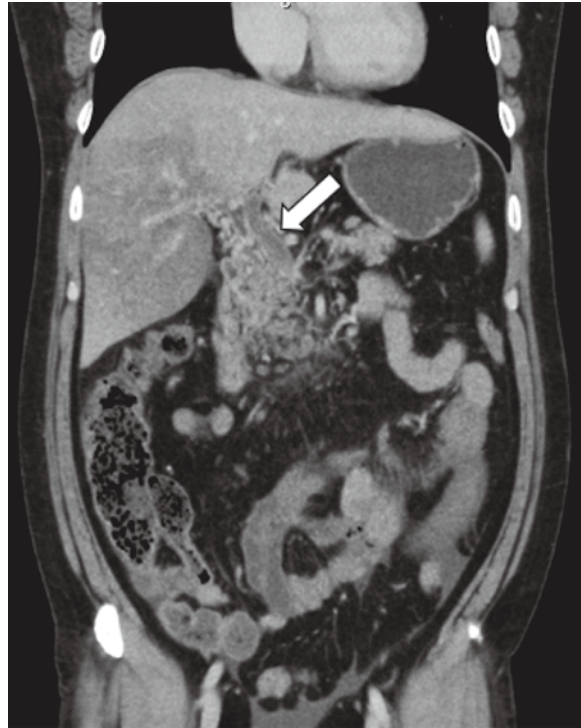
Abdominal enhanced Computed Tomography (CT) findings on the day of onset
